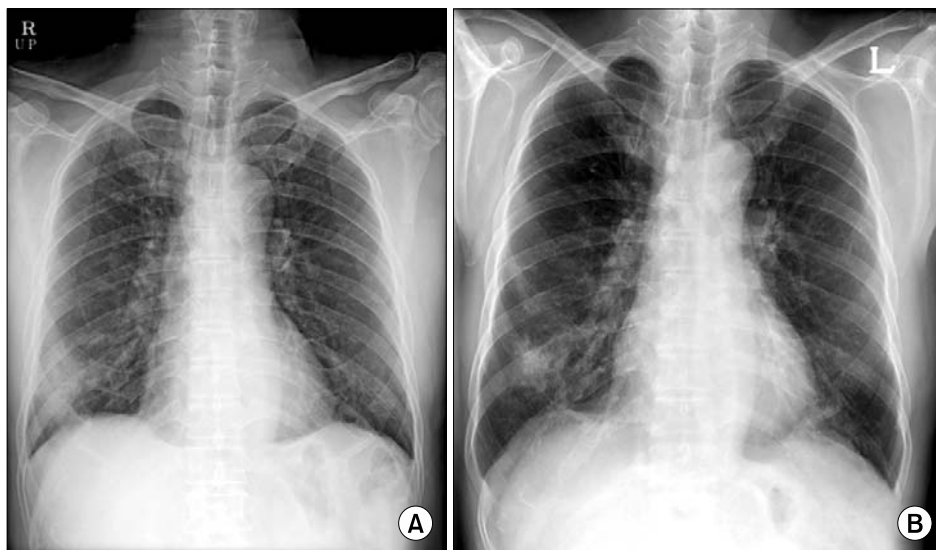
(A) Chest X-ray shows increased infiltration in right lower lung field on admission and (B) decreased infiltration in right lower lung field after 2 days.
